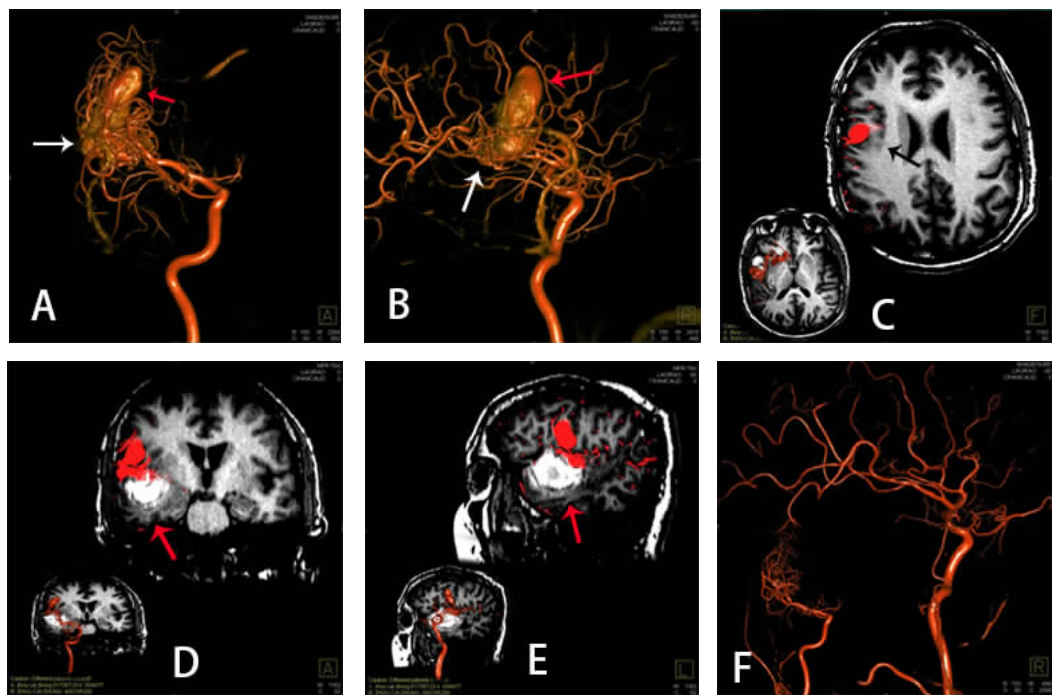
1 例左颞叶深部脑动静脉畸形伴静脉瘤神经导航手术前后 DSA 与 MRI 双三维融合影像
